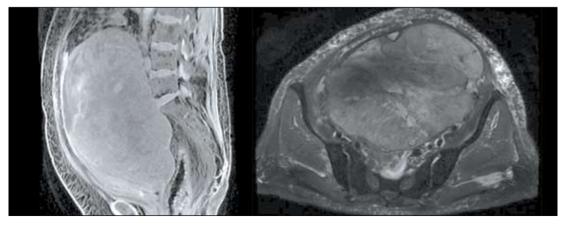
MPT: слева – T2-режим; справа – T1-режим. Примечание: рисунок выполнен авторами Fig. 3. MRI: left – T2 mode, right – T1 mode. Note: created by the authors
